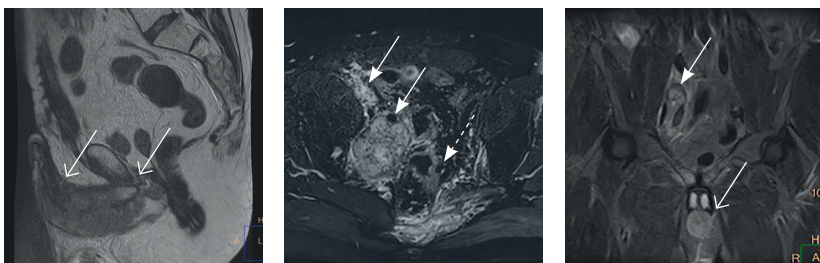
Магнитно-резонансная томограмма малого таза, после радикальной цистпростатэктомии. Прогрессирование заболевания: множественные метастазы в подвздошные лимфоузлы (сплошные стрелки), пресакральную клетчатку и боковые массы крестца слева (пунктирная стрелка), а также вторичное поражение губчатой части мочеиспускательного канала на значительном протяжении с инвазией губчатого и пещеристых тел (открытые стрелки)
